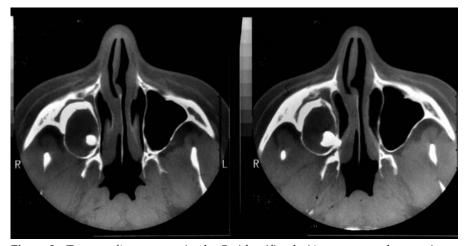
Tomografía computarizada. Se identifica lesión ocupante de espacio en seno maxilar derecho con molar permanente en su interior.
